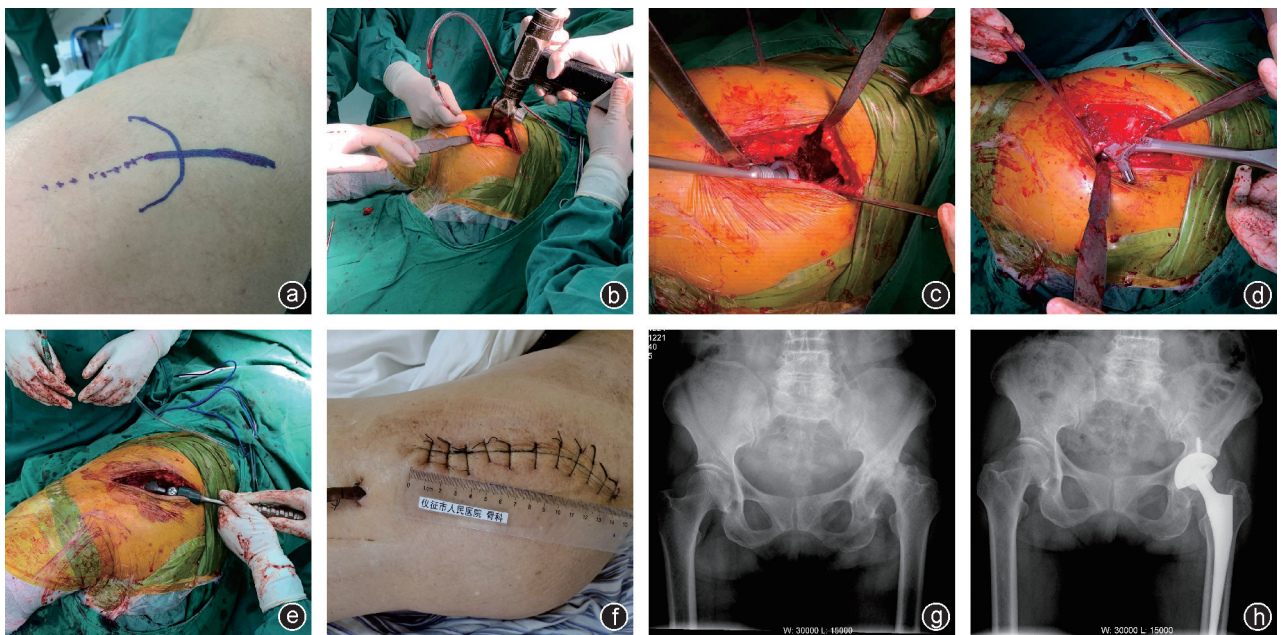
病人,女,68岁,左侧股骨头坏死,行常规后外侧入路全髋关节置换术治疗 a:体位及切口标志;b:切断外旋肌群、关节后脱位、股骨颈截骨;c:髋臼磨挫、假体植入;d:股骨成形、假体植入;e:复位髋关节(头-臼复位);f:切口外观;g:术前X线片显示左侧髋股骨头坏死塌陷;h:术后X线片显示假体位置良好
